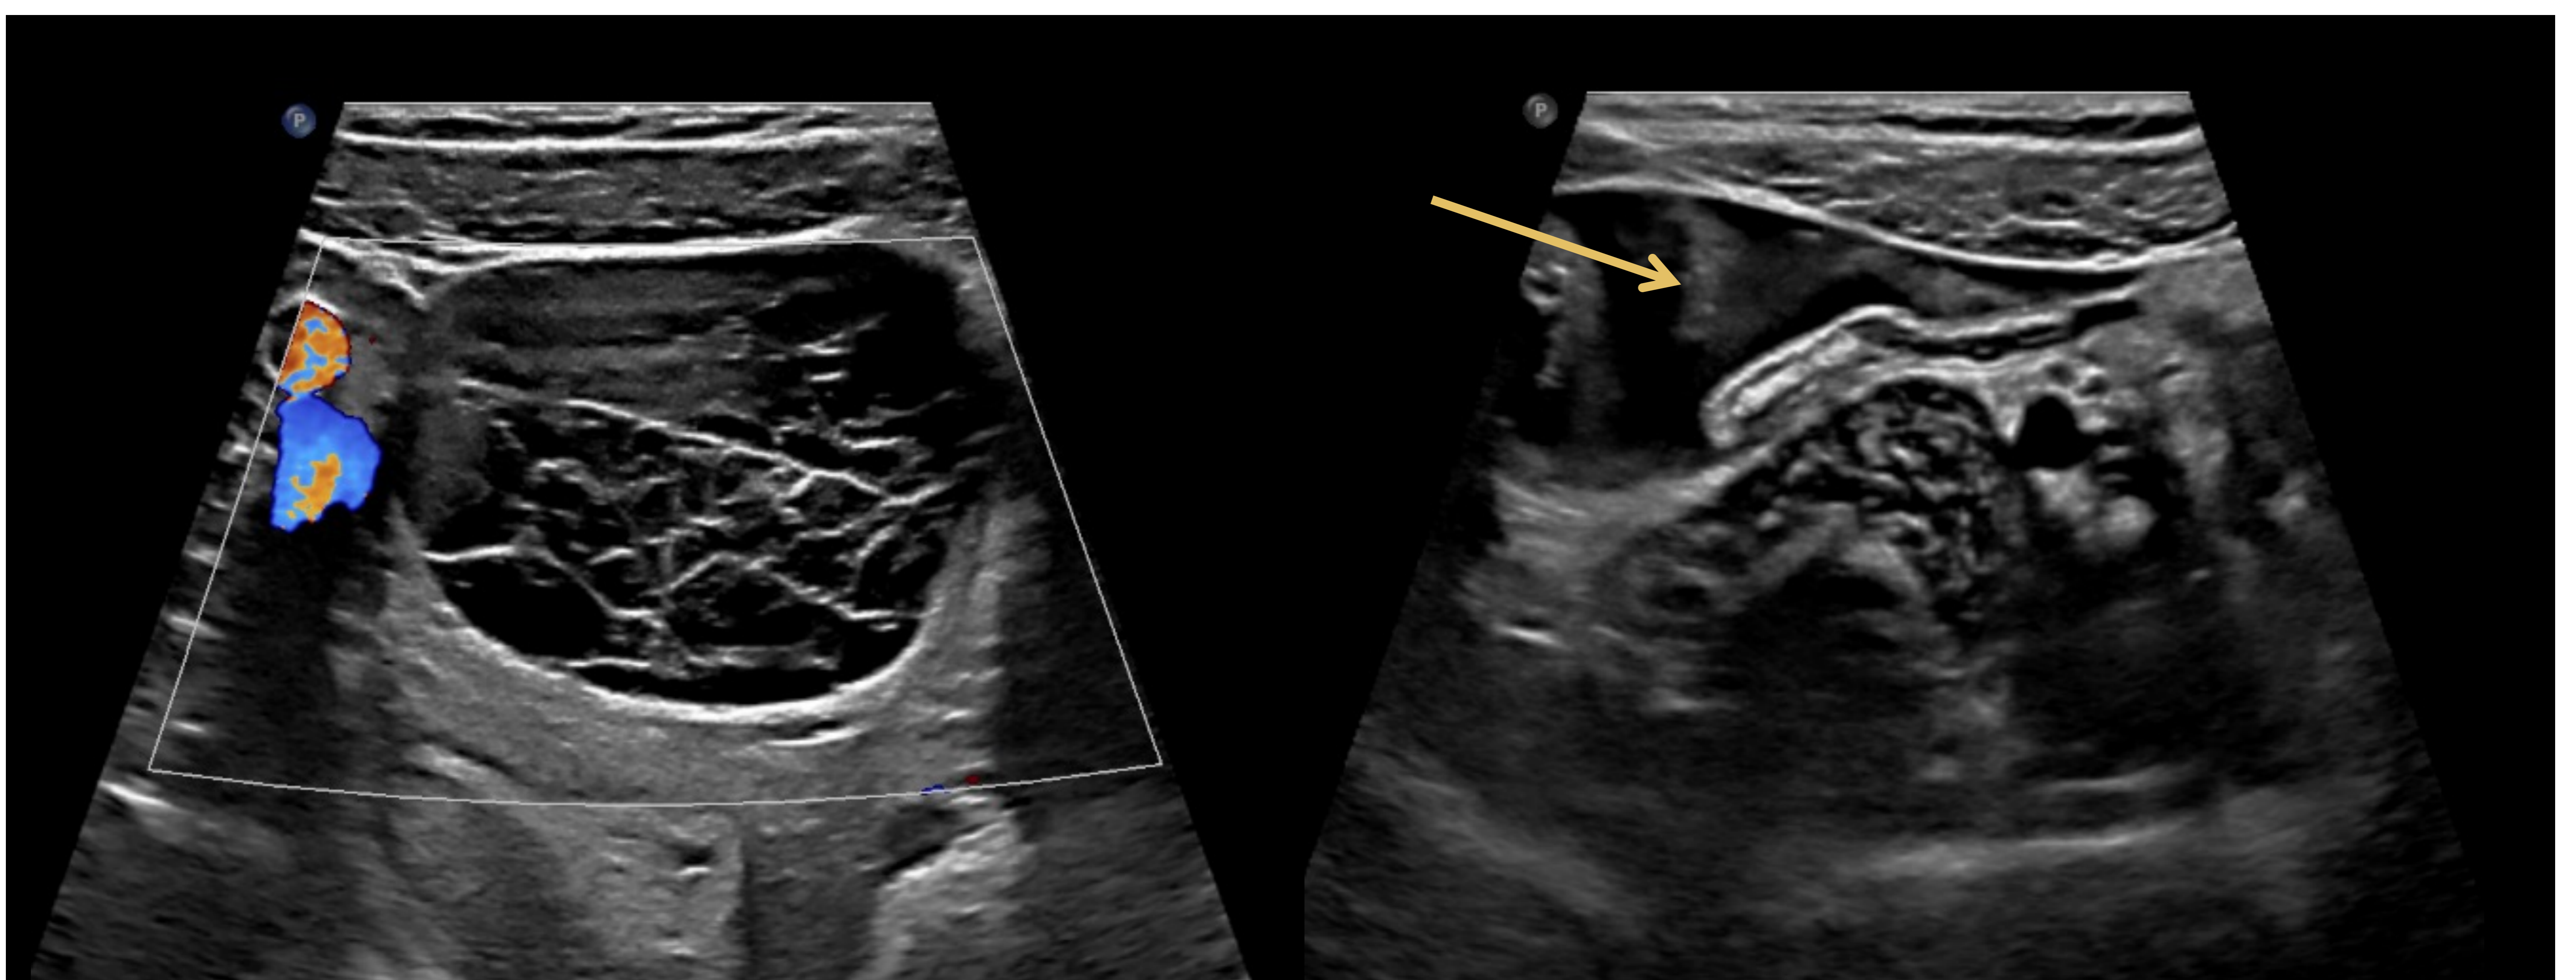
Quiste hemorrágico complicado con rotura. Paciente de 16 años con sospecha de apendicitis. La ecografía muestra lesión anexial derecha con imágenes lineales ecogénicas reticulares en patrón de “red de pesca” con presencia de líquido libre en fosa ilíaca derecha con contenido ecogénico (→).
